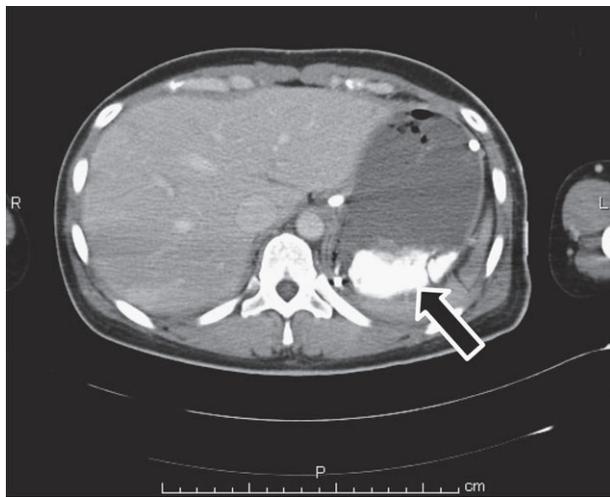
Contrast enhanced abdominal CT on admission
